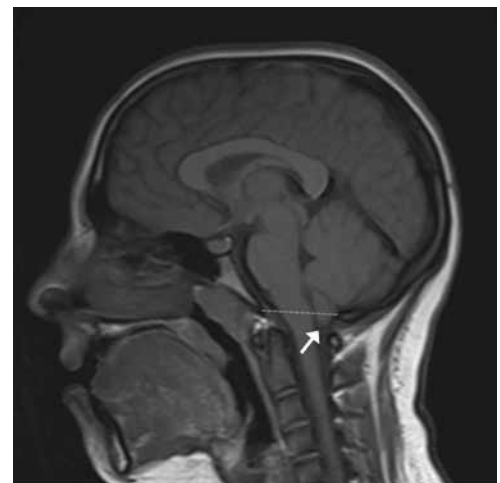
Midsagittal T1 weighted MR image shows herniation of cerebellar tonsils (arrow) through foramen magnum (dashed line) consistent with Type I Arnold-Chiari malformation.
